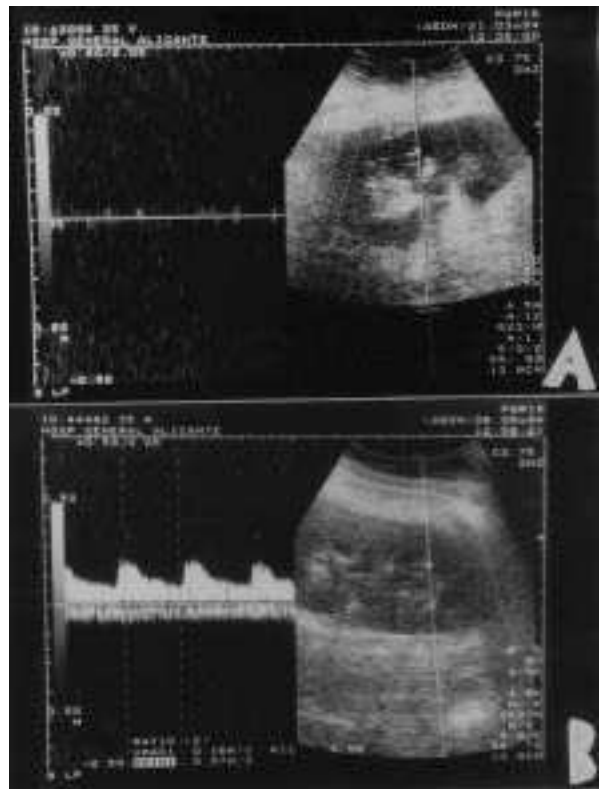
Ausencia de señal flujo doppler.
